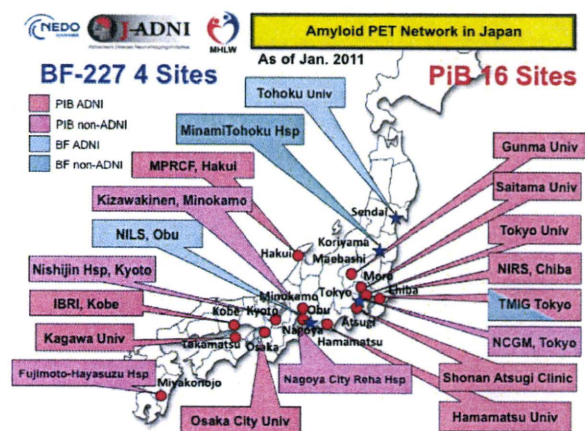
わが国におけるアミロイド PET 実施施設
